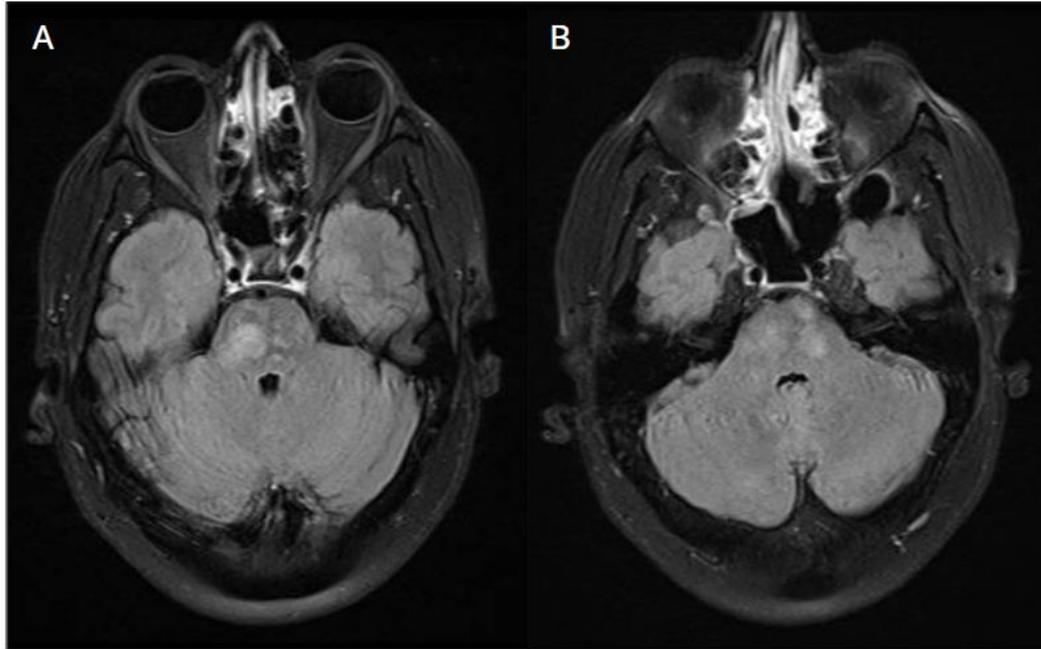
RM de cerebro en secuencia FLAIR post-contraste que evidencia lesiones focales hiperintensas, mal definidas, a nivel de la protuberancia y pedúnculos cerebelosos, de aspecto expansivo.
